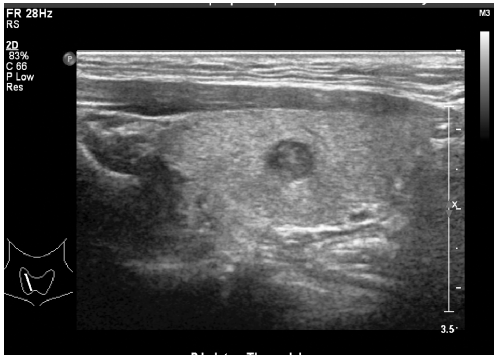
无LN-prRLN转移组超声图像,PTC大小6 mm×7 mm,超声未显示右侧颈部第Ⅵ组肿大淋巴结
